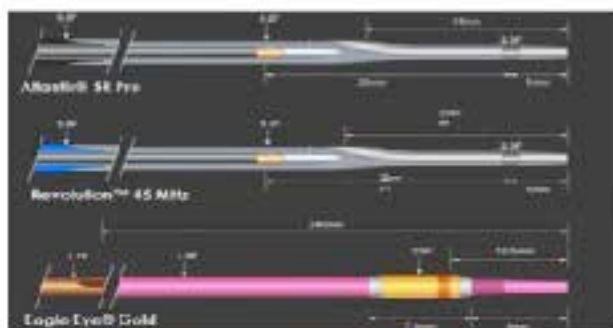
Tipos de catéteres de ecografía intravascular que pueden proporcionar HV
